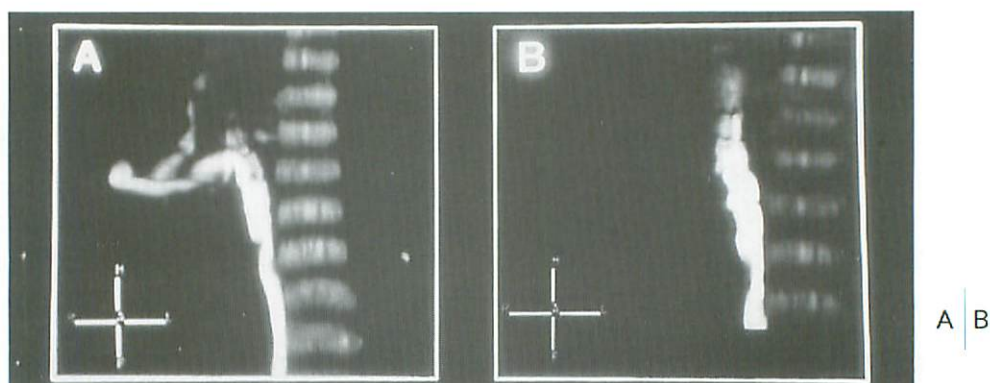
症例2における手術前後における造影CTからのMaximum Intensity Projection(MIP)正面像
